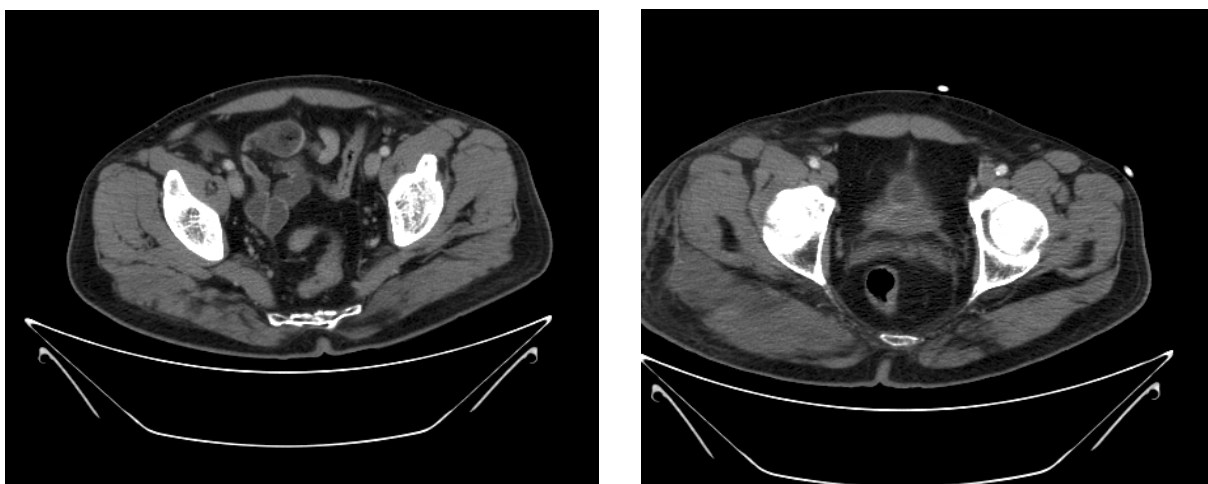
Aumento marcado del espesor del músculo glúteo mayor derecho en dos cortes axiales de TC con intervalo de tiempo de 12 horas.
